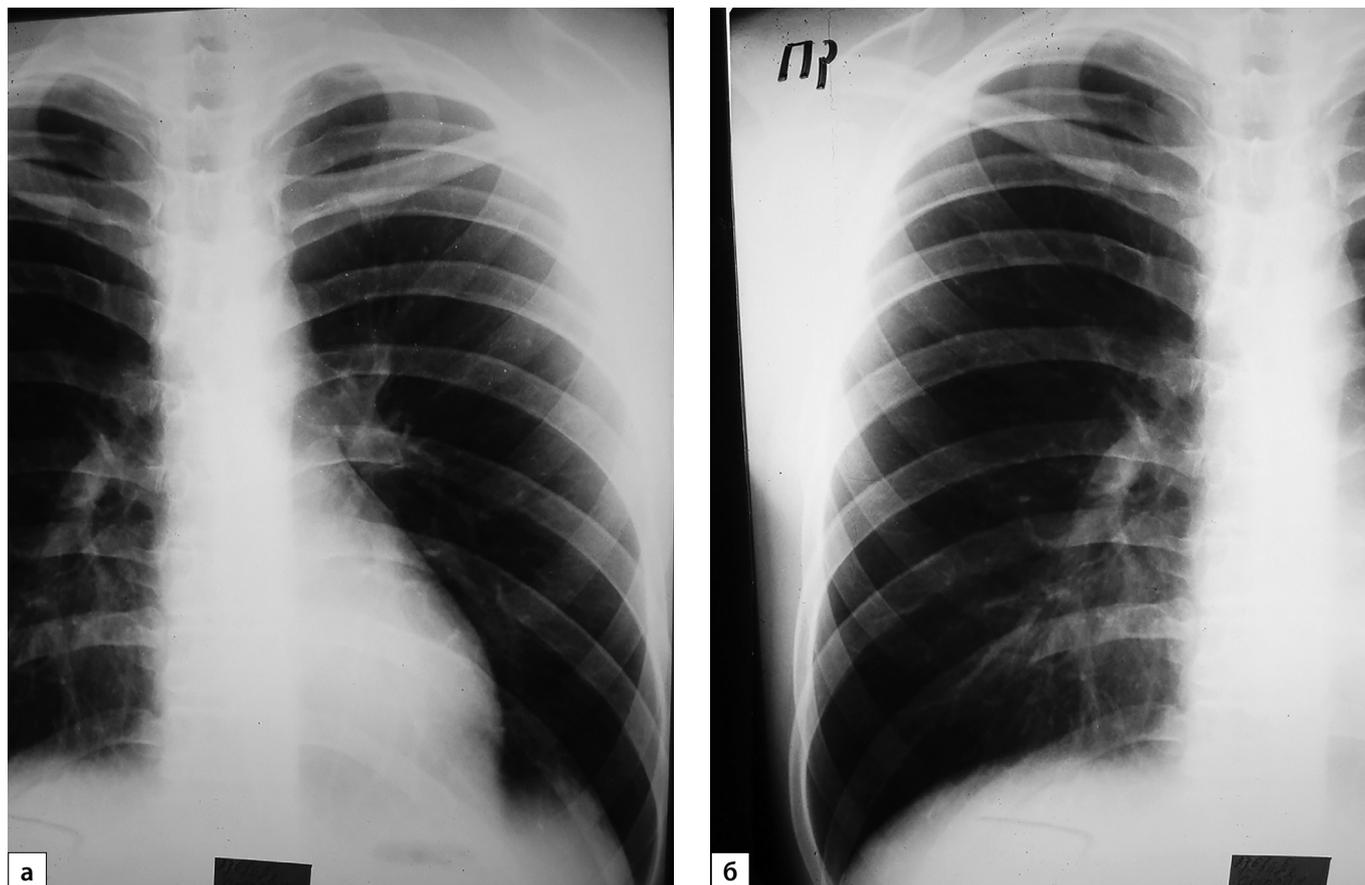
(а, б). Обзорные рентгенограммы органов грудной клетки в динамике.
